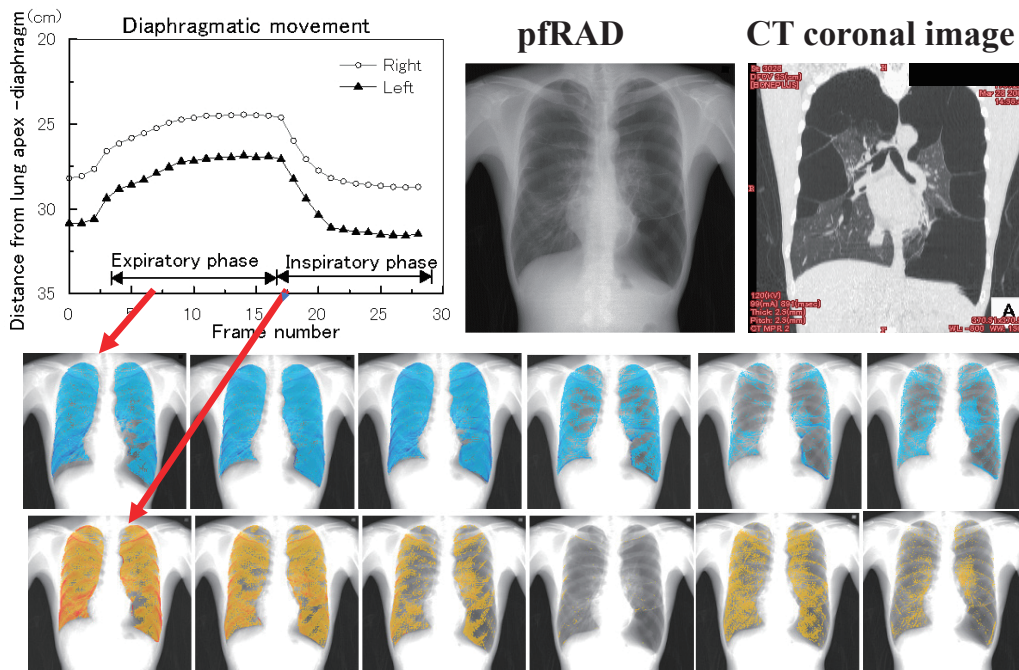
Sequential change of X-ray translucency (representing pseudo ventilation) during respiration of patient with bullous emphysema²⁸⁾
